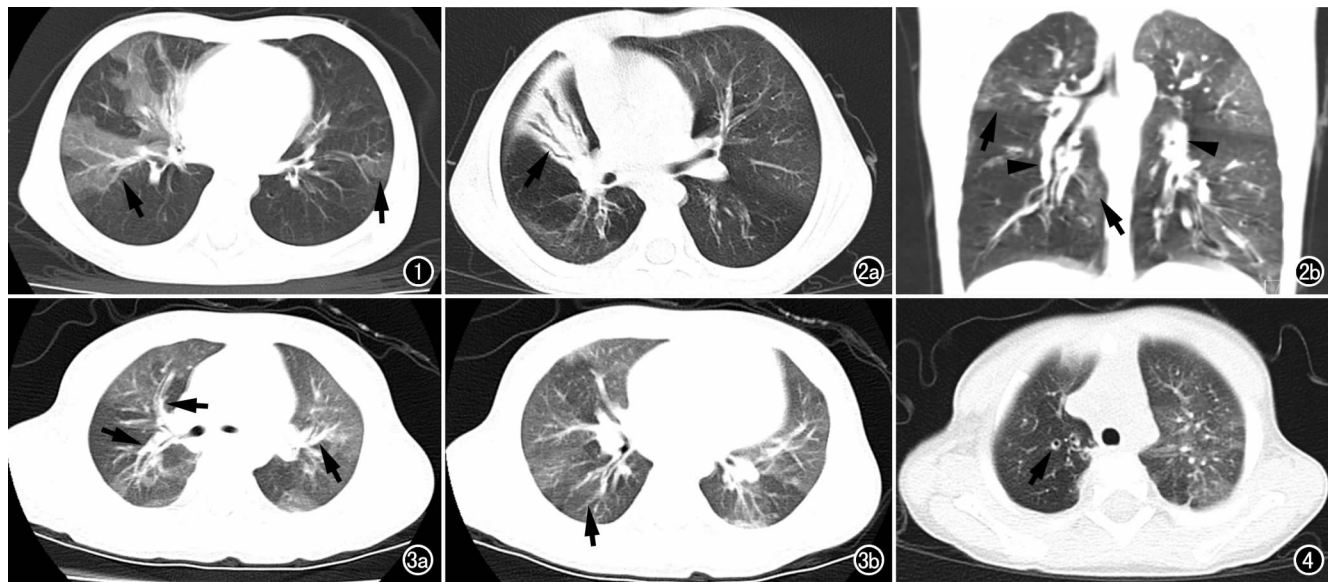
女,2 岁,闭塞性细支气管炎,CT 横轴面扫描示两肺弥漫性肺透亮度增高伴血管细少,以左肺为著,两肺片状磨玻璃密度影(箭),呈“马赛克”样改变。图 2 男,3 岁,闭塞性细支气管炎。a) CT 横轴面扫描示两肺透亮度不均匀减低,呈“马赛克”样改变,右中肺实变不张,其内支气管充气征(箭),且支气管扩张、管壁增厚; b) 沿支气管走行方向的倾斜层面重组示两肺不均匀灌注,散在斑点、斑片模糊影(箭)及多发支气管扩张和管壁的增厚(箭头)。图 3 男,1 岁,闭塞性细支气管炎。a) CT 横轴面扫描示两中下肺透亮度不均匀减低,其内见多发支气管壁增厚(箭); b) CT 横轴面扫描示两下肺不均匀灌注及支气管壁增厚(箭)。图 4 男,1 岁,闭塞性细支气管炎,CT 横轴面扫描示两上肺透亮度不均匀减低,右侧较著,且右上肺尖段支气管扩张、管壁稍增厚,与伴行的动脉呈“印戒征”样改变(箭)。
